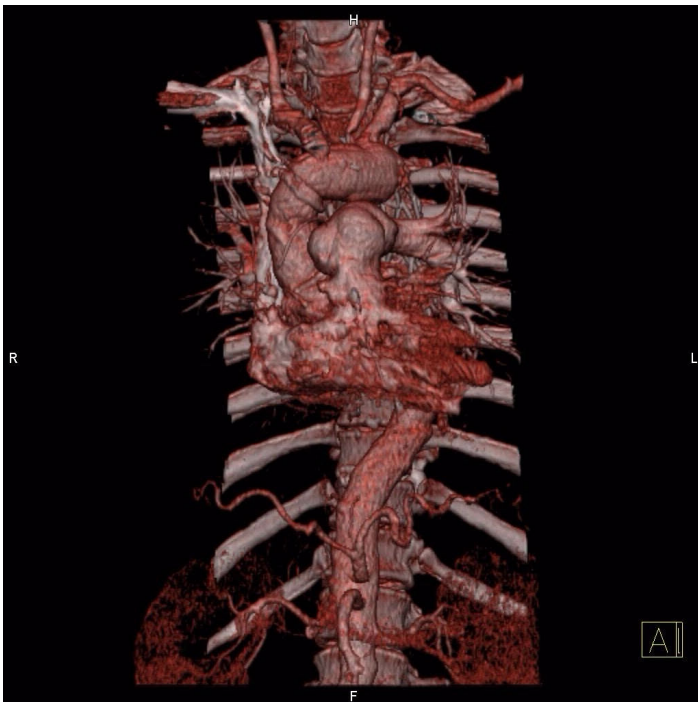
Computertomografie eines Patienten nach Komplettersatz der *A. ascendens* sowie des Bogens und innerer Schienung der *A. descendens* mittels endoluminaler Prothese bei einer Aortendissektion
